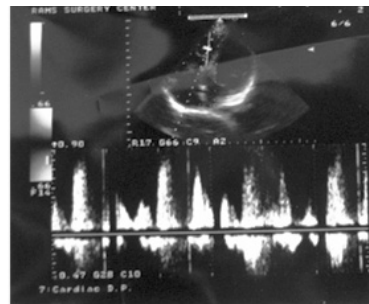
Ecocardiografia pacientului (gradient de presiune)
